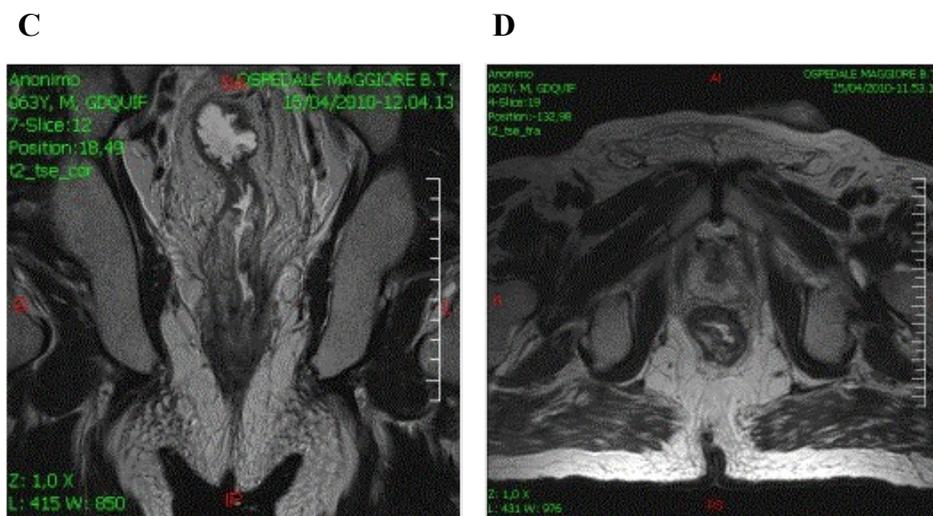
MRI di carcinoma del retto inferire prima del trattamento neoadiuvante con infiltrazione del muscolo elevatore dell'ano dx e dello sfintere interno(c- T4N0M0) (A-B).
